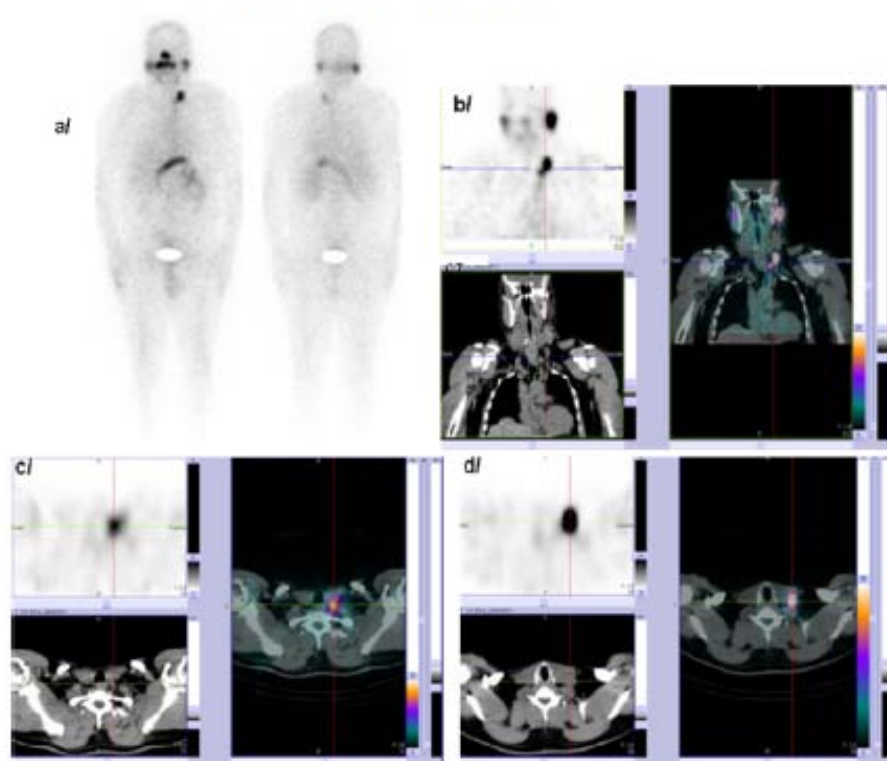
1. Patient âgé de 43 ans suivi pour un carcinome papillaire de la thyroïde, thyroïdectomisé. Les images planaires à l'iode 131 (131I) antérieures et postérieures (balayage du corps entier et images statiques cervicothoraciques) (a) révèlent un large foyer de fixation latéro-cervical inférieur gauche. Les images tomographie par émission monophotonique couplée à la tomodensitométrie (TEMP/TDM) coronales (b) et axiales (c) et (d) montrent que ce foyer de fixation correspond à deux ganglions jugulo-carotidiens gauches. Le taux de la thyroglobuline (Tg) en stimulation était à 8 ng/mL. L'examen anatomopathologique de ces deux ganglions a conclu à des métastases ganglionnaires d'un carcinome papillaire. (128)
